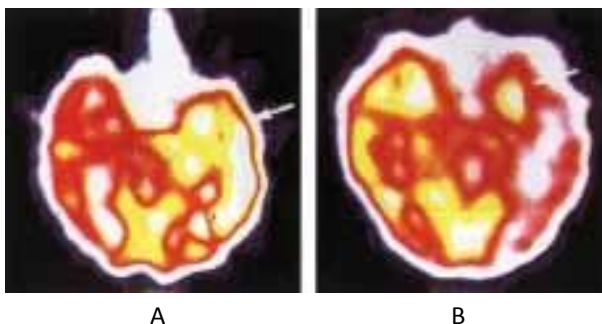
EPILEPSIA – Padrão de perfusão Interictal (A) e Ictal (B, C) num paciente de 34 anos de idade com foco suspeito em lobo frontal direito ao EEG e achados normais à Ressonância Magnética. O estudo interictal (A, corte transaxial) mostra leve hipoperfusão de ambos os lobos frontais, principalmente à direita. O estudo ictal revela um aumento circunscrito de perfusão no lobo frontal direito (B, transaxial; C, sagital).
